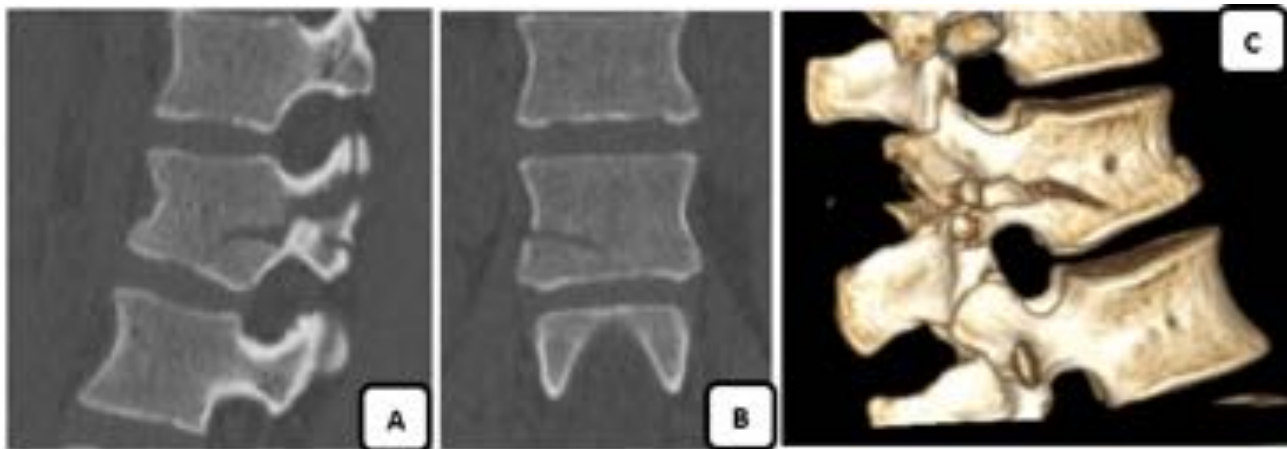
TC reconstrucciones sagital (A), coronal (B) y 3D (C). Fractura horizontal del cuerpo vertebral de L2 con extensión a elementos posteriores, afectando a ambos pedículos, apófisis transversas y pars interapofisiaria. La distancia interespinosa entre D12 y L1 está aumentada, lo que sugiere disrupción del CLP. DENIS: Flexión-distracción. Afectación columnas central y posterior; AO: Fractura tipo B2; TLICS: Hallazgos radiológicos: 7 = 4 (lesión por distracción) + 3 (Disrupción CLP definida)
